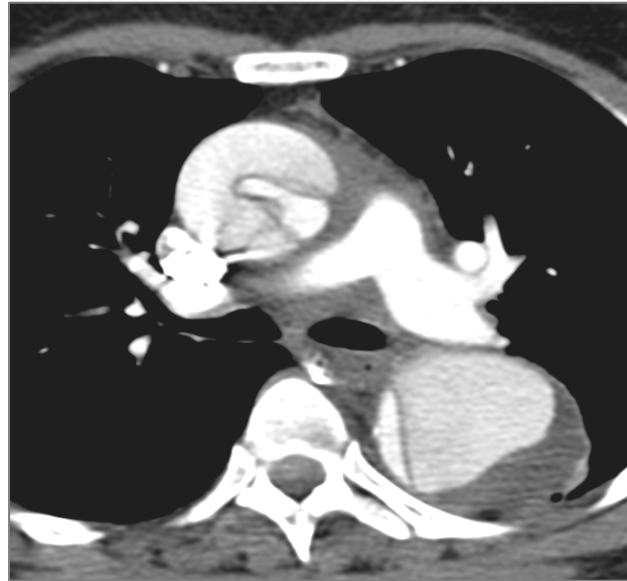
Estudi amb Tomografia Computeritzada que evidència la presència d'una dissecció d'aorta ascendent i descendent. La veritable llum està comprimida per una falsa llum amb trombosi parcial (fletxa).
